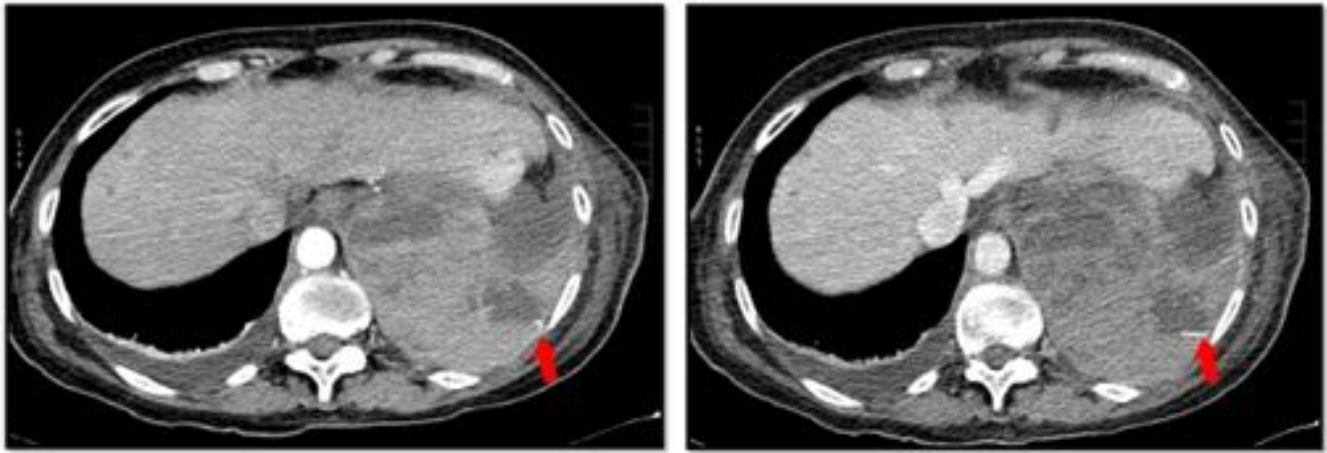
TC de tórax con contraste en fases arterial y venosa donde se demuestra un hemotórax con foco de sangrado activo (flecha roja) secundario a hemorragia espontánea de una arteria intercostal en un paciente con linfoma folicular grado 2 estadio IVA en tratamiento con quimioterapia.
